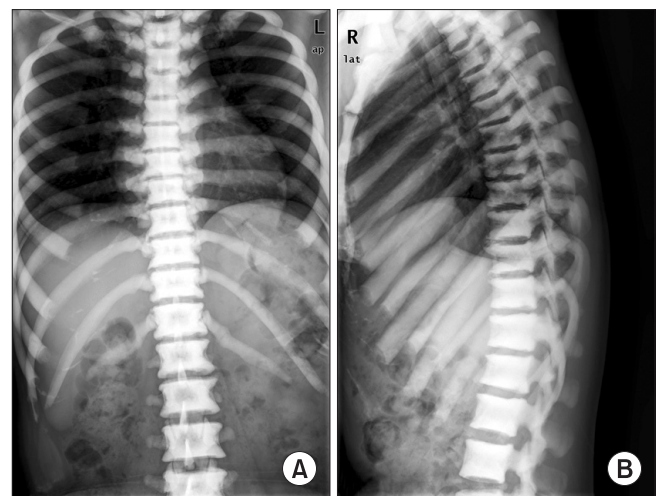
(A) Initial thoracolumbar spine anteroposterior, and (B) lateral radiographs showing diffuse, extensive and homogeneous osteopetrosis.
